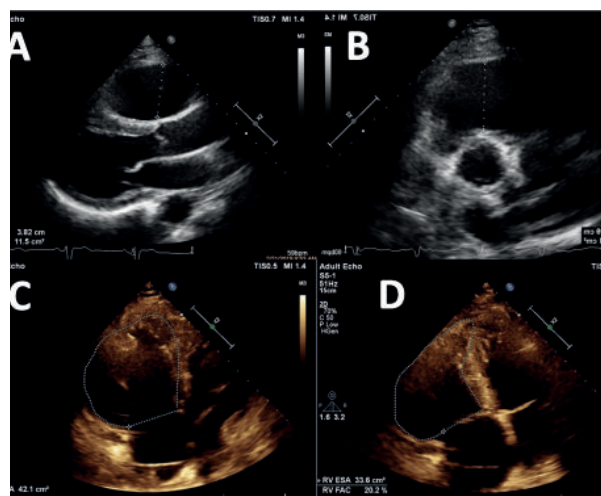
Ecocardiografie transtoracică. Dilatare RVOT (A. PLAX, B. PSAX) și FAC scăzut (C, D)
